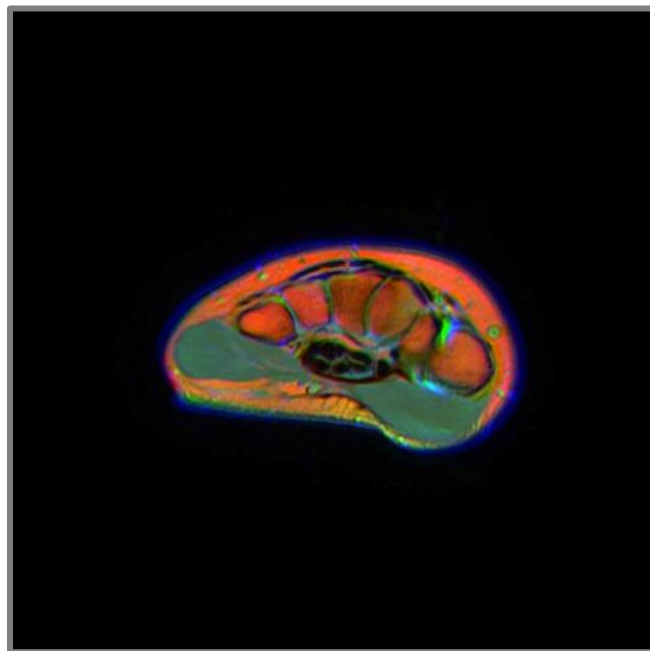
RMN del túnel carpiano (By Nevit Dilmen. Public domain.
